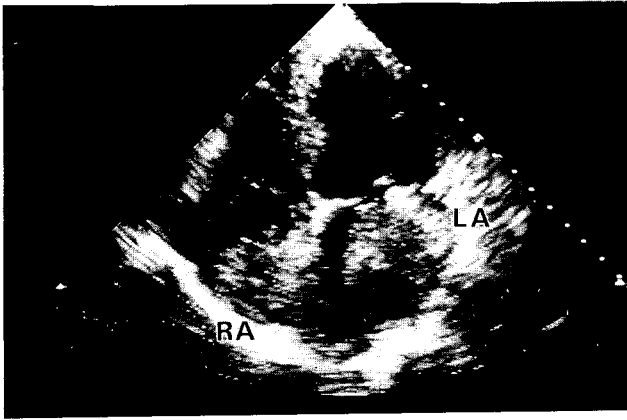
Preoperative echocardiography.
